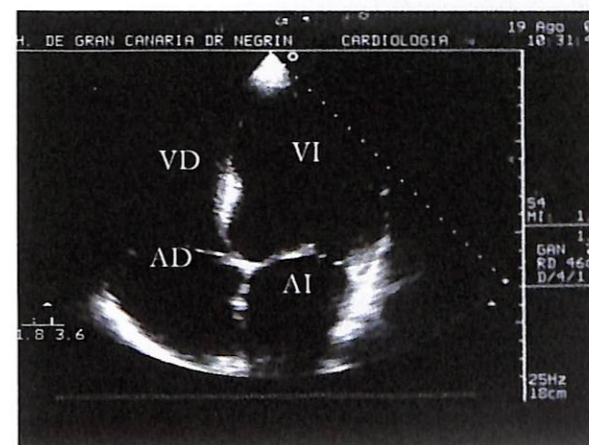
Ecocardiograma en proyección de 4 cámaras (inicial): Se aprecia dilatación de todas las cavidades cardíacas.
